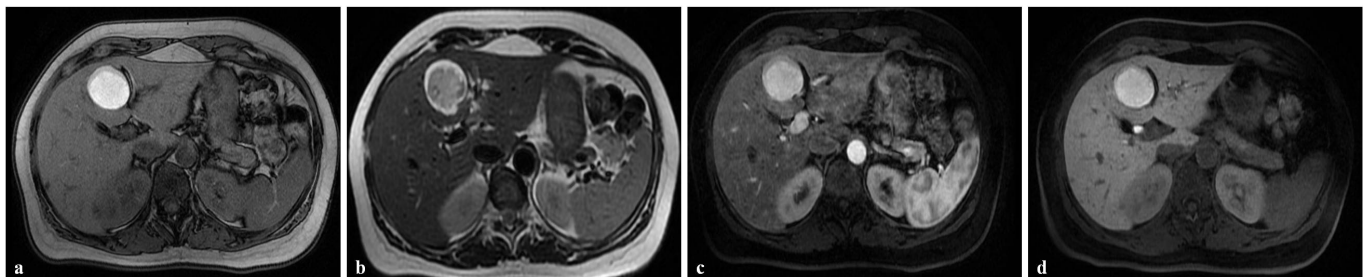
Cistoadenoma biliare in RM. Nella parte caudale del IV segmento si osserva una formazione espansiva ovalare a struttura di tipo cistico, iperintensa nelle acquisizioni T1 in condizioni di base (a); nelle immagini T2 la formazione presenta segnale prevalentemente ipointenso in T2 ed appare delimitata da un cerchione parietale ispessito iperintenso (b). Dopo somministrazione di gadolinio, non si osserva enhancement nel contesto della formazione, in fase arteriosa (c); assente ritenzione di mdc intralesionale in fase epatospecifica (Gd-BOPTA) (d).
